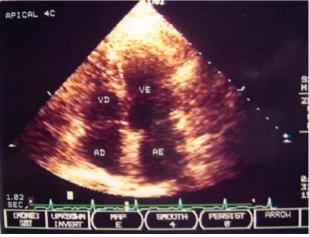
Ecocardiograma no 20º dia de pós-operatório
